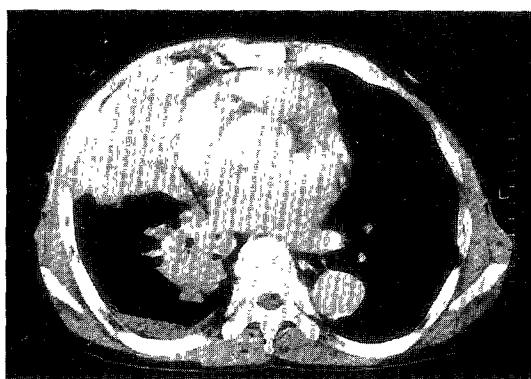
Chest CT : Right middle lobe atelectasis, and narrowing of intermediate bronchus and surrounding mass with irregular margin
